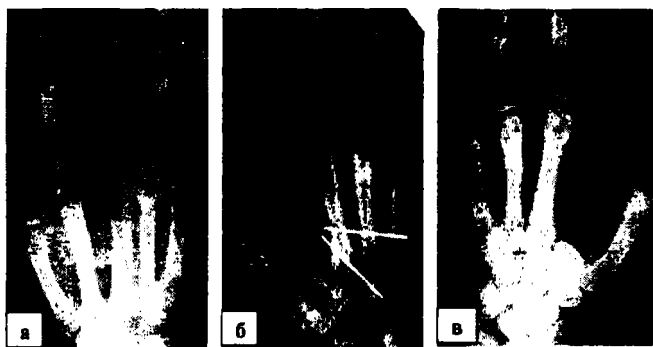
а. Рентгенограмма левой кисти на момент поступления в отделение; б. Рентгенограмма левой кисти после транспозиции; в. Рентгенограмма левой кисти после удаления спиц.
